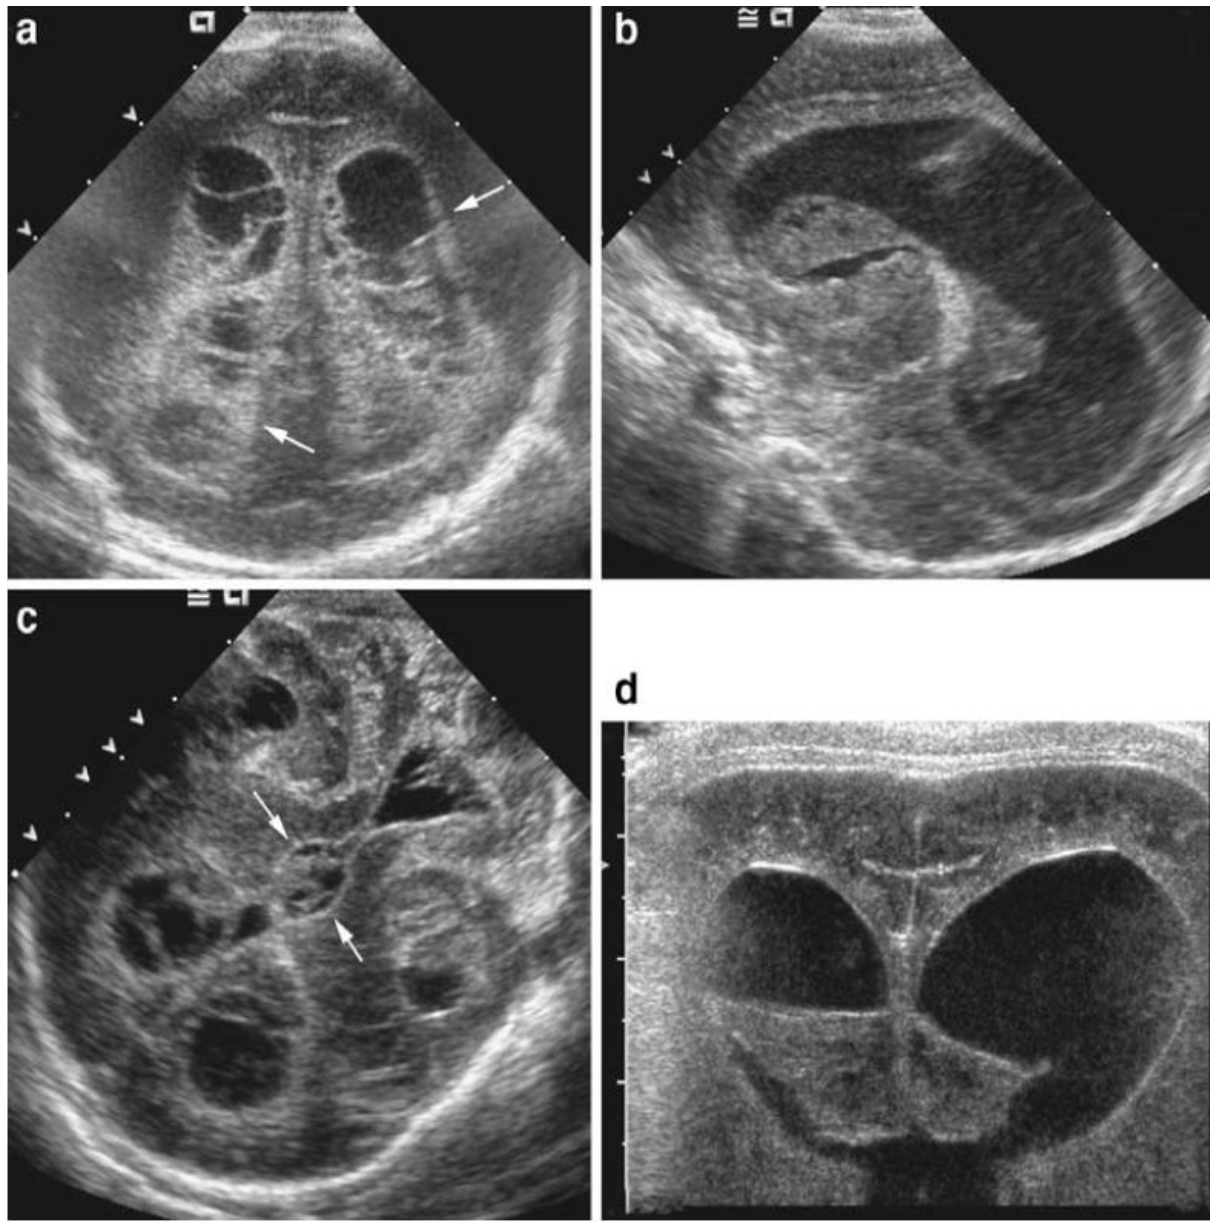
Images échographiques coronale (a), sagittale gauche (b) et mastoïdienne (c) obtenues chez un enfant prématuré de 12 jours atteint de méningite à E. coli montrent des septas étendus et des caillots de débris échogènes remplissant les ventricules latéraux, le troisième et le quatrième ventricule faisant évoquer une ventriculite. (d) Une échographie coronale répétée à l'âge de 19 jours montre une diminution de la taille et de l'hétérogénéité des débris intraventriculaires. Notez la progression de la dilatation ventriculaire [64].
